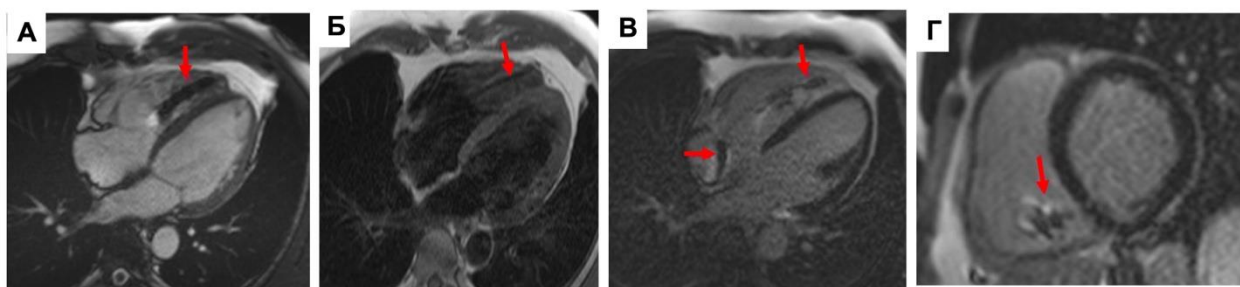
Клинический пример, пациент Ч. МРТ сердца с имплантированным ЭКС, в полостях ПП и ПЖ отмечаются артефакты от имплантированных электродов (стрелки): А - 4х-камерная плоскость сердца, диастола, SSFP – последовательность; Б - 4х-камерная плоскость, T1-ВИ; В - 4х-камерная плоскость, отсроченное контрастирование, PSIR последовательность; Г – короткая ось, отсроченное контрастирование, PSIR последовательность [223].
